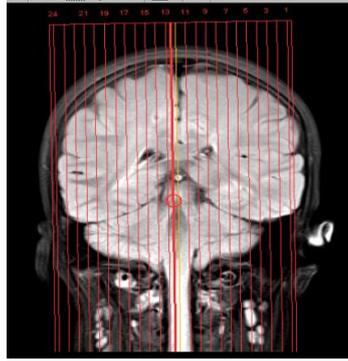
Hasil Pemeriksaan Sekuens Survey MRI Brain non Kontras Klinis Epilepsi
